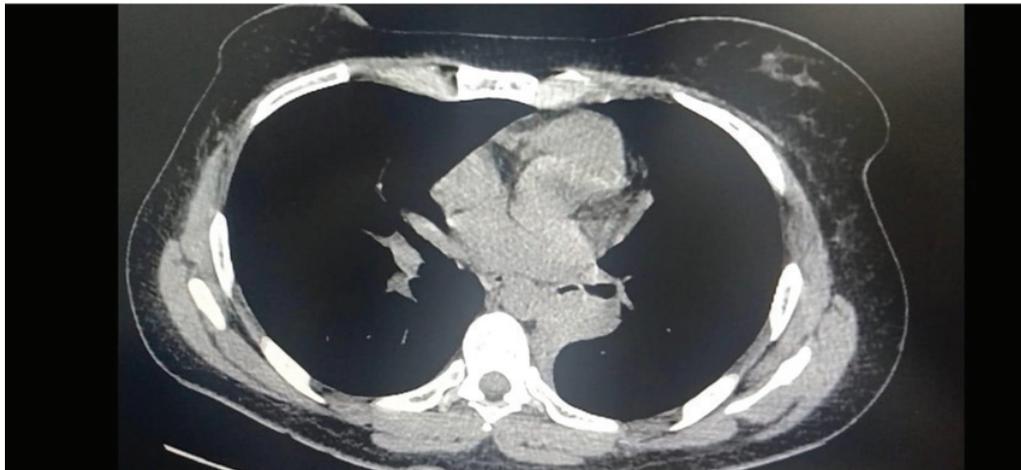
Tomografía de tórax. Atelectasia lobar inferior izquierda
